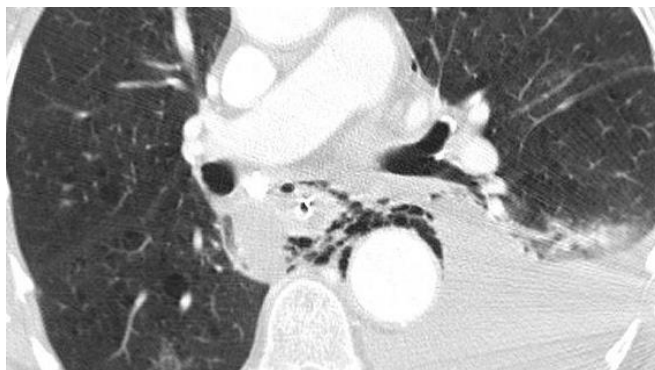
СКТ органов груди, аксиальный срез, у пациента Л. со спонтанным разрывом пищевода. Эмфизема средостения и жидкость в левой плевральной полости
